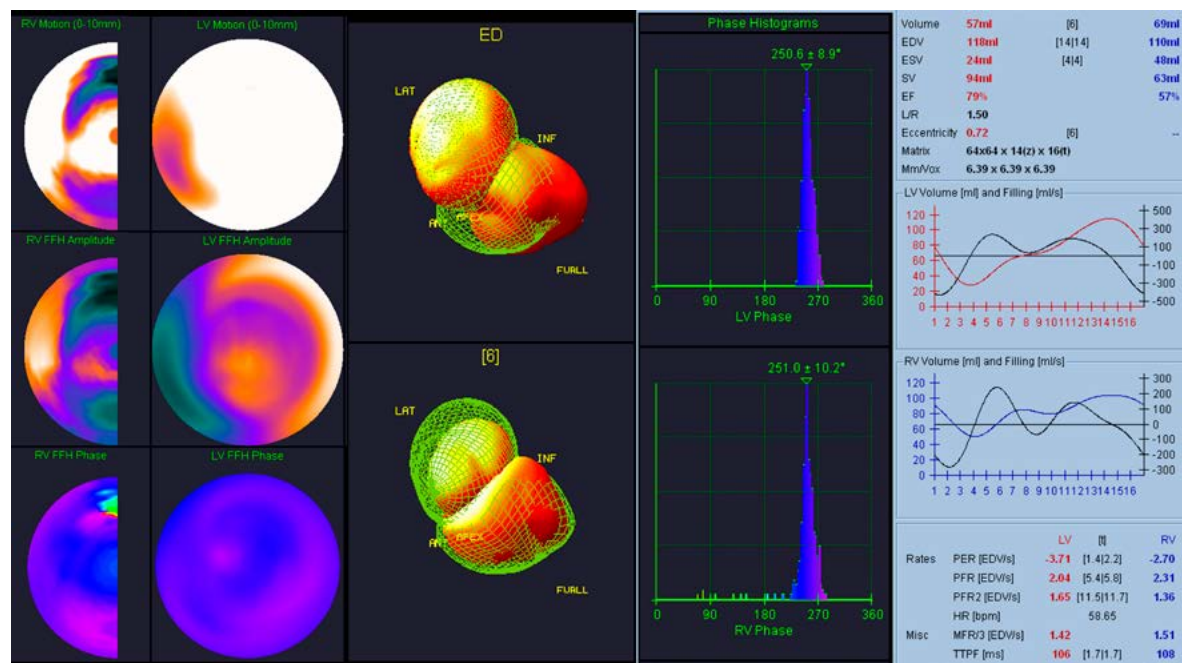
Изображения полостей сердца, получаемые при радионуклидной равновесной томографии в норме. Приведены карты систолического движения стенок, амплитуды и фазы первой гармоники Фурье (FFH), трехмерные модели ЛЖ и ПЖ в систолу и диастолу фазовые гистограммы по левому и правому желудочкам. В правой части приводятся количественные параметры систолической и диастолической функции ЛЖ и ПЖ.
